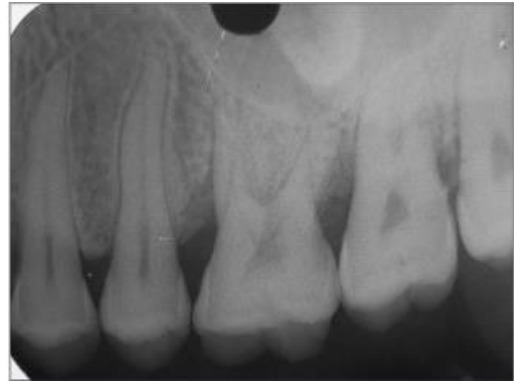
Radiografía pre-tratamiento (Grupo B)^[34]
